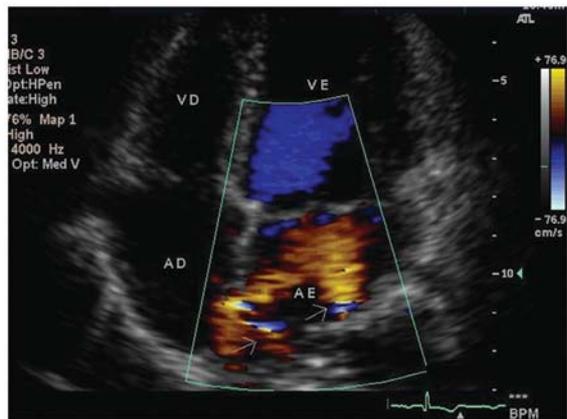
Corte apical quatro câmaras com Doppler em cores revelando dois fluxos (setas) através dos orifícios que comunicam as duas cavidades.
